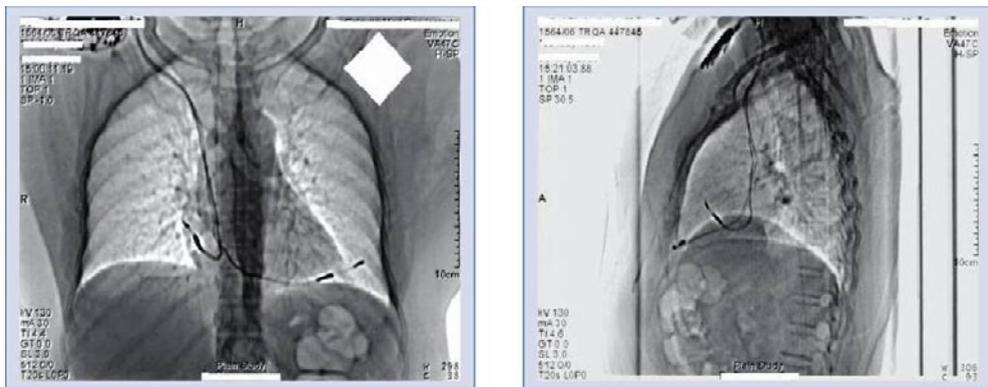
TAC que muestra la punta del electrodo ventricular por fuera de la silueta cardiaca (izquierda); vista lateral de la punta del electrodo (derecha)¹¹³
